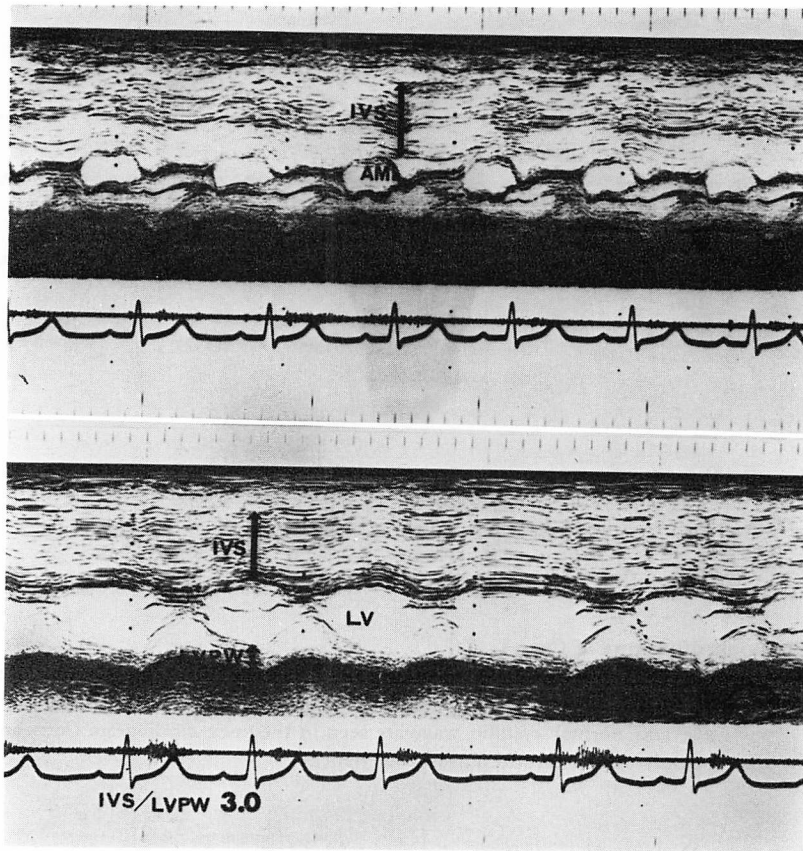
Echocardiograms of Case 1.
